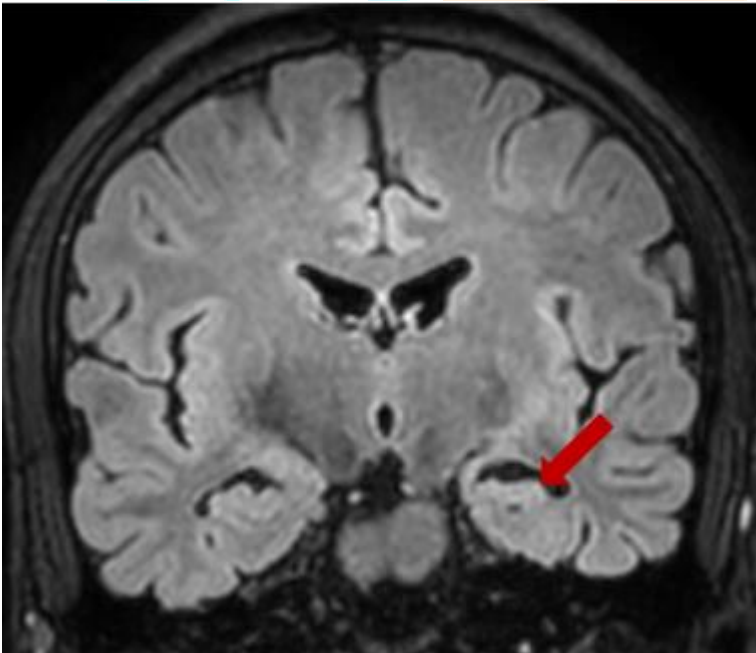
Séquence pondérée T2 FLAIR en coupe coronale symétrique perpendiculaire au grand axe des hippocampes, objectivant nettement le caractère hyper intense de l'hippocampe gauche, en plus de la diminution de son volume et la raréfaction de ses digitations périphériques.
